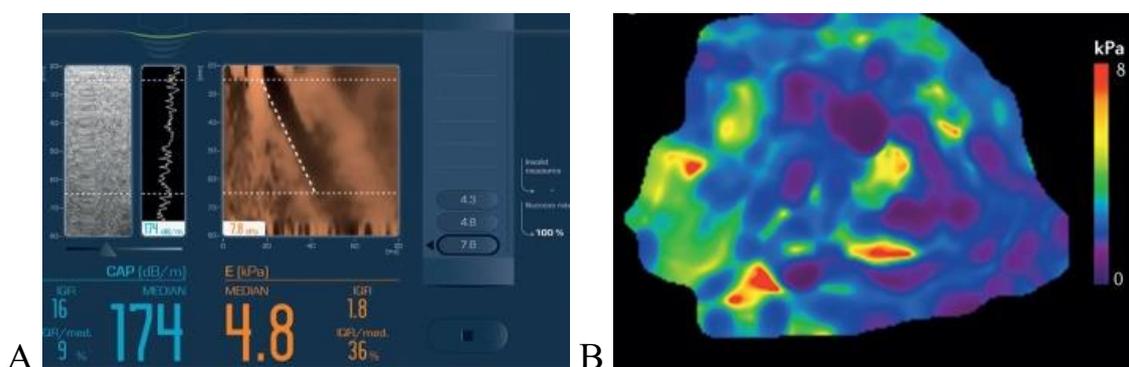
УЗИ печени с дополнительным применением функции эластографии CAP
